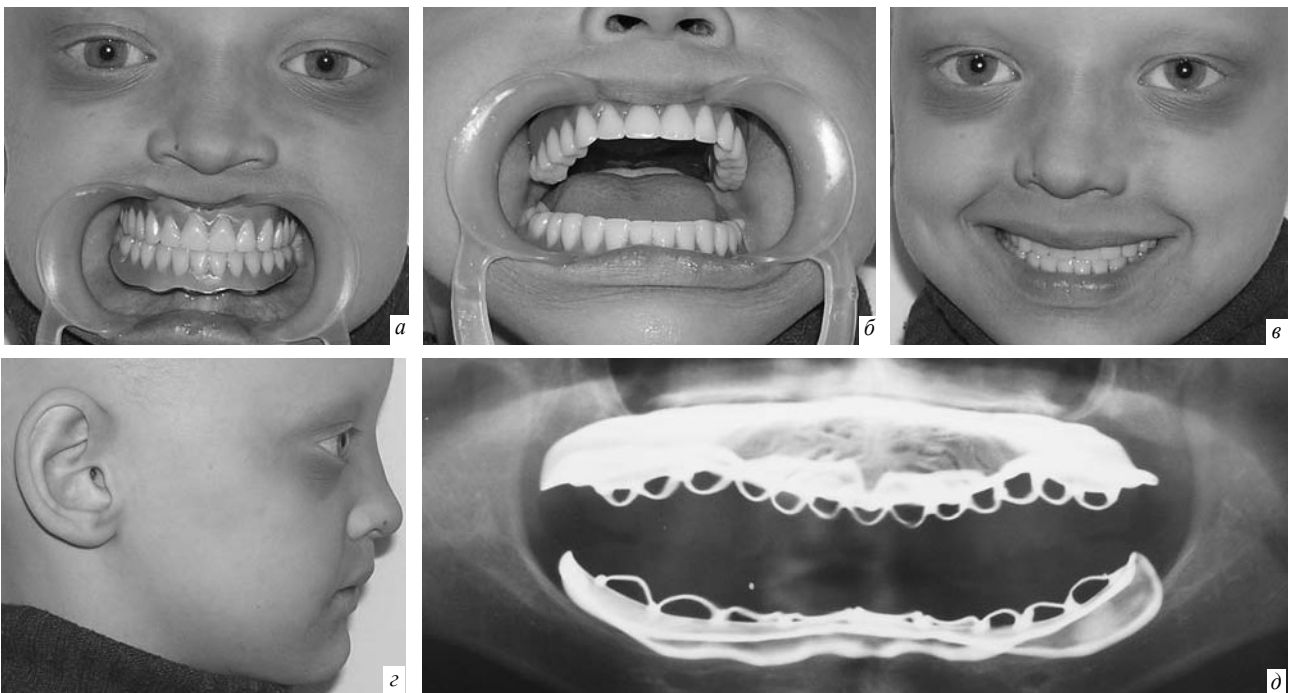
Зубные протезы в полости рта больного Ю.: а – состояние закрытого рта; б – состояние открытого рта; в – внешний вид больного Ю. после ортопедического лечения (фронтальная проекция); г – правая латеральная проекция; д – рентгенограмма через 1,5 года после ортопедического лечения
